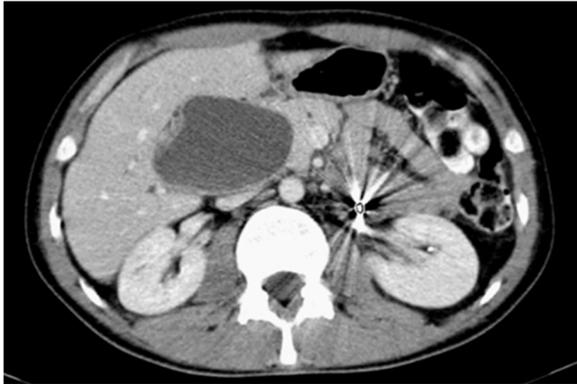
TAC de abdomen. Sección transversal.
